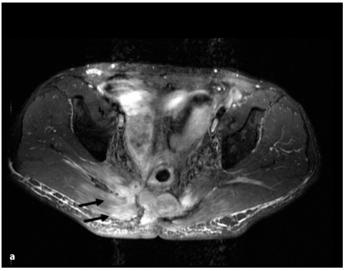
a, b. Lokalrezidiv Rektumkarzinom (*Pfeile*). MRT T2-TSE-Sequenz mit Fettsättigung, a axiale und b sagittale Ebene. Keine Osteodestruktion
